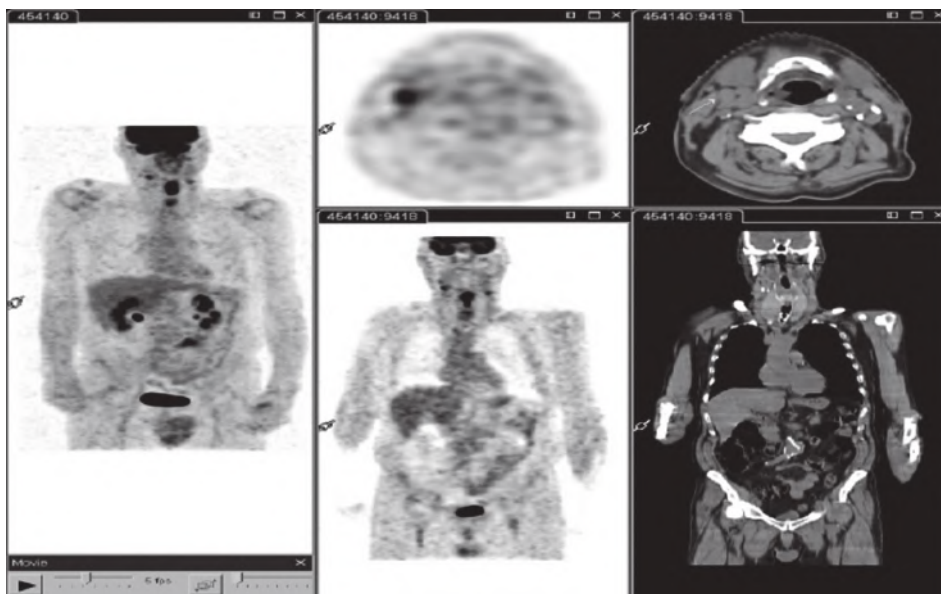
Рак надсвязочного отдела гортани. PET-CT показывает интенсивное поглощение 18F-FDG первичной опухоли, а также два боковых шейных узла. Эти результаты имеют как прогностическое, так и терапевтическое значение: пациент является кандидатом на радиохимиотерапию с двусторонним облучением шейного узла.
